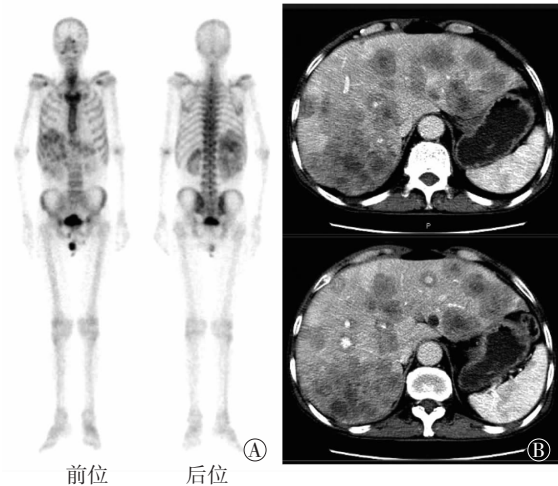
^{99m}Tc -MDP 全身骨显像(前位、后位)和肝脏增强 CT 图 患者男性, 66 岁, 腹痛 2 个月, 加重 2 d 入院。腹部 CT 及 B 超示肝脏多发占位, 肝功能多个指标异常, 癌胚抗原 4851 ng/ml, 铁蛋白 1175 ng/ml, 肠镜活检示乙状结肠癌。图中, A: ^{99m}Tc -MDP 骨显像示肝脏区域不均匀摄取; B: 肝脏增强 CT 示肝脏多发密度减低影, 呈“牛眼征”表现, 部分病灶内可见钙化影, 考虑结肠癌肝转移。
